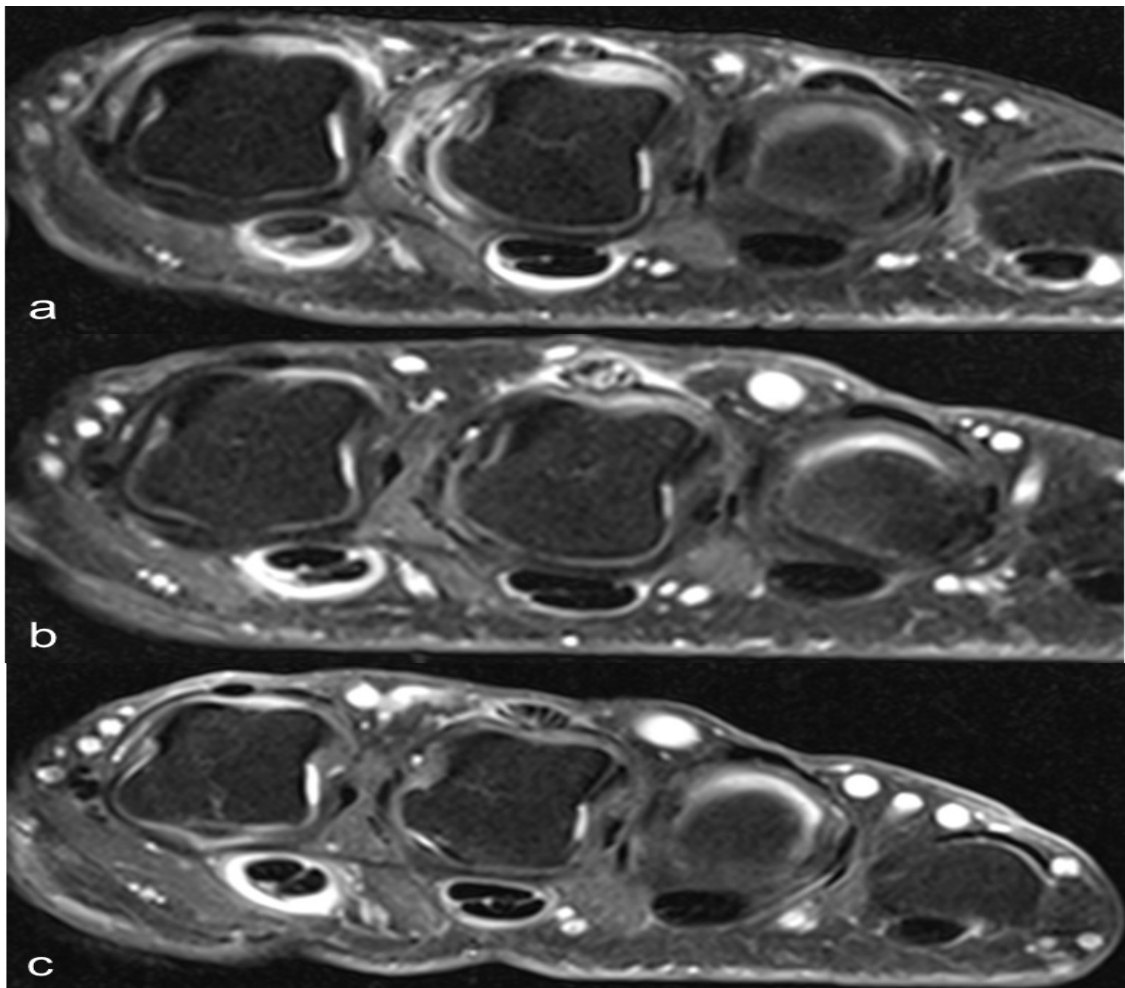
Bildbeispiel ausgeprägte Synovialitis. Axiale fettsupprimierte T1-Bilder der Metacarpophalangealgelenke (MCP) nach Kontrastmittelapplikation bei einem Patienten mit ausgeprägter Synovialitis. Der Subscore Synovialitis wird im Rahmen des Rheumatoid Arthritis Magnetic Resonance Imaging Score (RAMRIS) erhoben. Bild a ist der Ausgangsbefund vor Therapieeinleitung (V0). Die Bilder b und c zeigen die rückläufige Synovialitis im MCP II und III bei dem Patienten.
